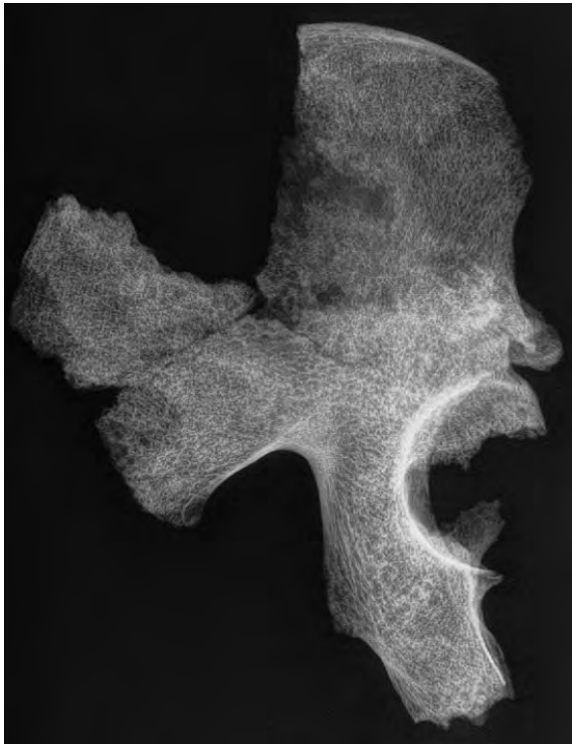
Radiografia del cas precedent.
